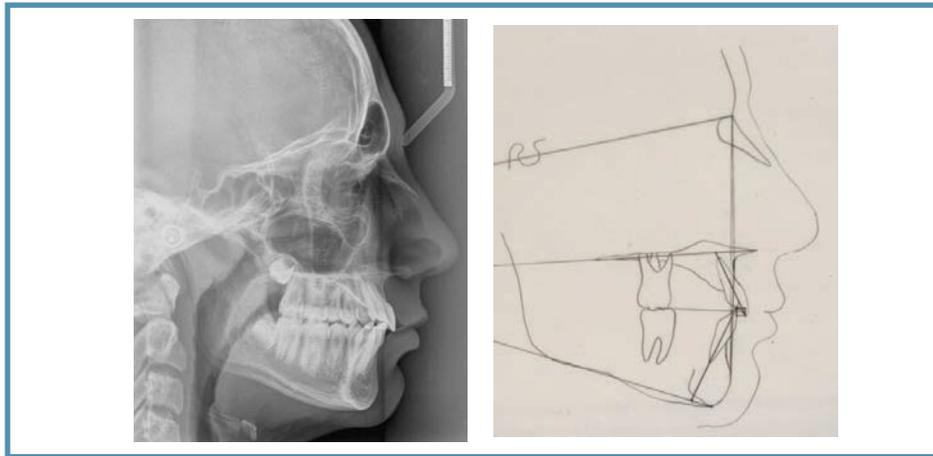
Teleradiografia e studio cefalometrico fase finale
